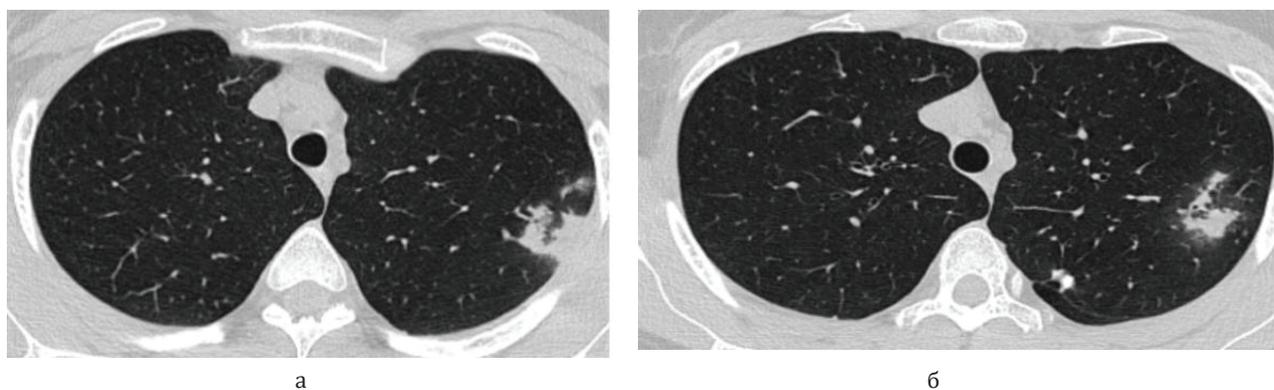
Аксиальные срезы КТ органов грудной клетки в легочном режиме: а – фокус инфильтрации специфического характера; б – очагово-инфильтративные изменения в верхней доле левого легкого
